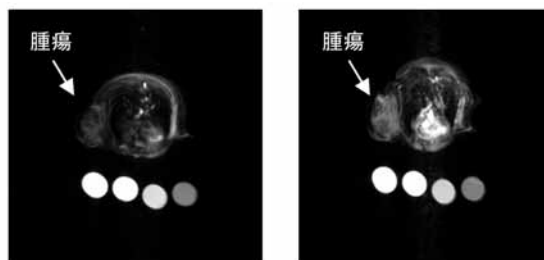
高分子ミセル型MRI造影剤投与前と投与24時間後のMRI(下はリファレンス溶液)腫瘍における画像強度は2倍まで増加
